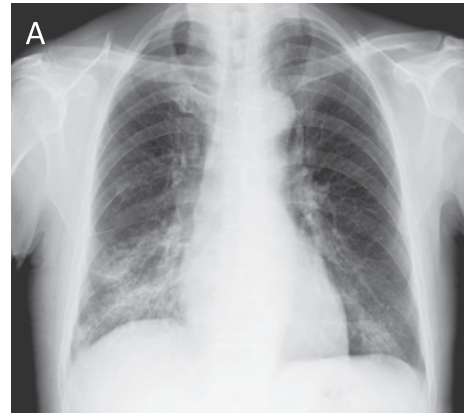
A) Chest X-ray film on the second visit, showing diffuse ground-glass opacities, mainly in the right middle lung field. B) CT on the second visit, showing diffuse centrilobular nodules with tree-in-bud appearance, and thickening of bronchial and bronchiolar walls. C) CT on the second visit, showing opacification of bilateral maxillary sinuses.
